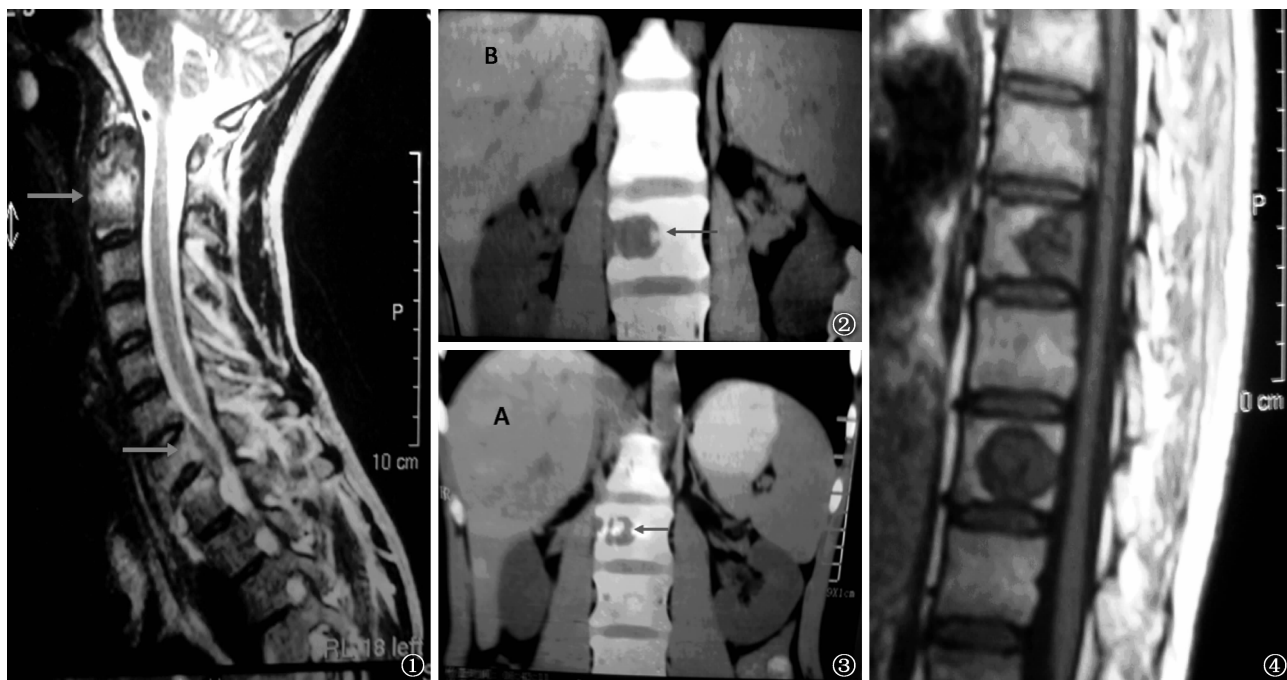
男,17岁。MR T<sub>2</sub>WI显示枢椎、颈7和胸1椎体骨质破坏 图2 男,34岁。CT检查显示腰2椎体中央可见溶解性骨质破坏区
